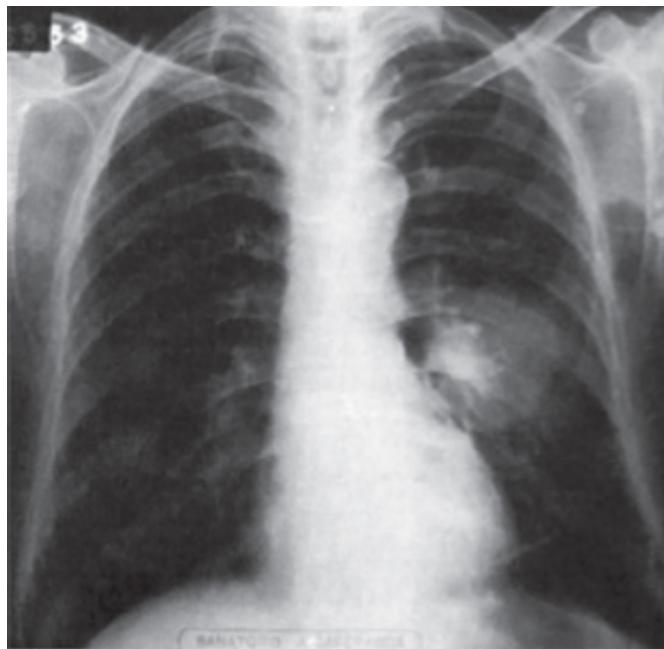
Neoplasia do pulmão. Radiografia simples do tórax mostrando imagem macronodular no pulmão esquerdo.
